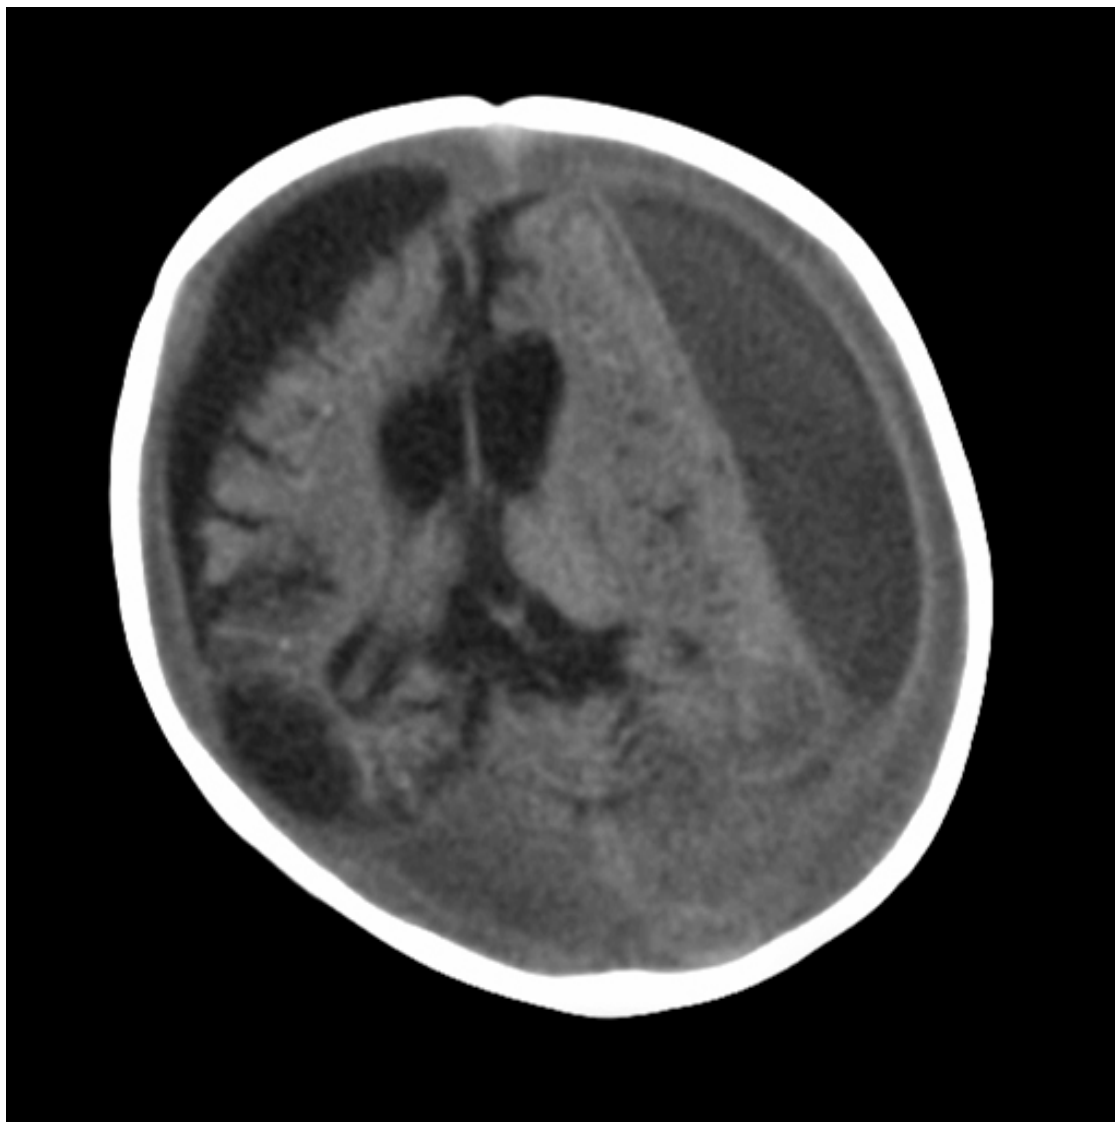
Ressonância nuclear magnética (RNM) retratando higromas subdurais ao redor de uma grave atrofia cerebral, decorrente de trauma cranioencefálico violento. Inicialmente, esta criança foi erroneamente diagnosticada com meningite
